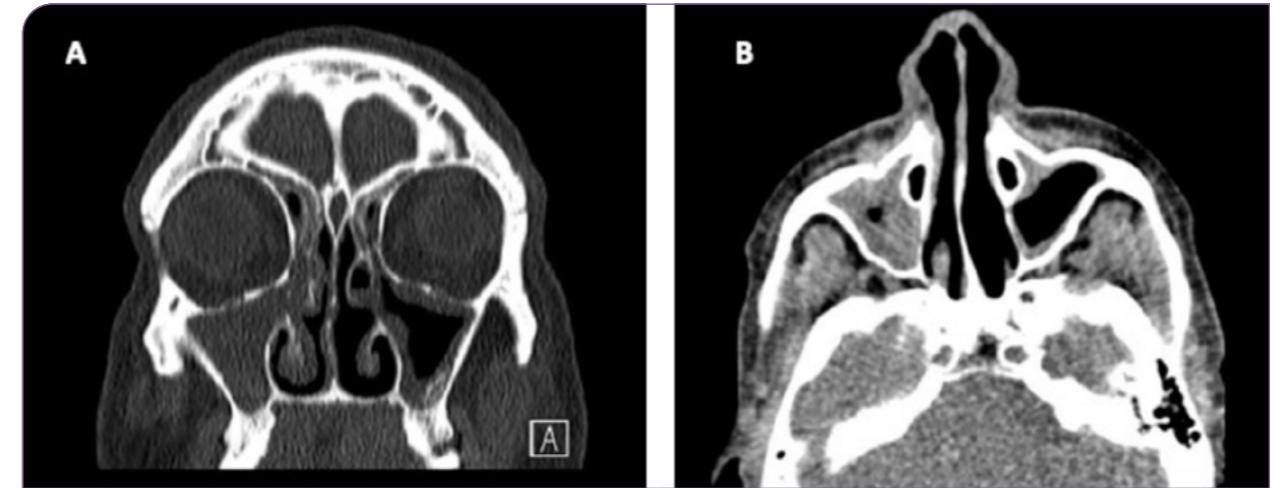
Tomografía computarizada de los senos, corte coronal (A) y axial (B).
